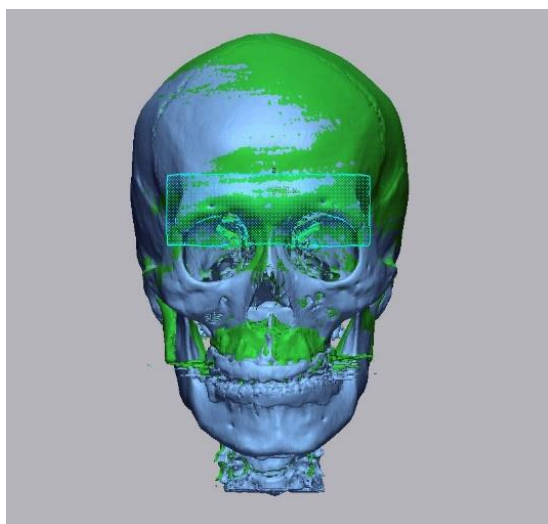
Superimposed 3D image of pre- and post-surgical CT image
